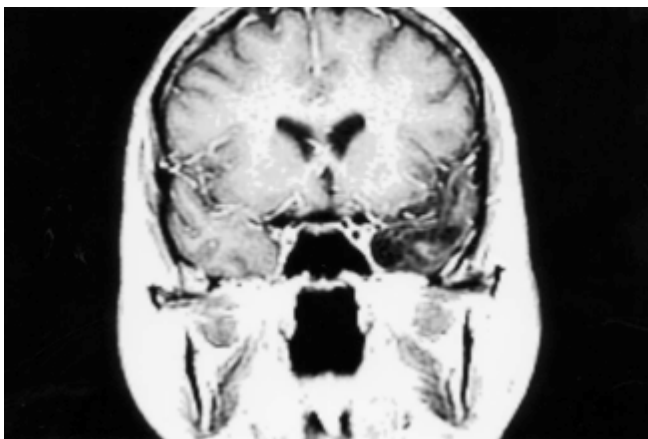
Femenino de 37 años, con crisis epilépticas parciales complejas, sin tratamiento, IRM en corte coronal T1, con gadolinio, área con intensidad de señal heterogénea a nivel del lóbulo temporal, con atrofia temporal izquierda. Encefalitis herpética.
